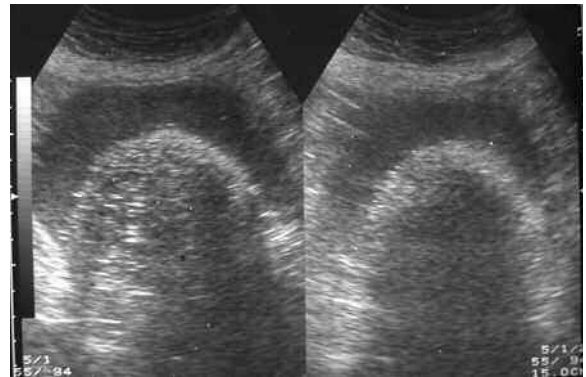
La ecografía evidencia el tumor con dos áreas de diferente ecogenicidad. En la zona central se observa una sombra acústica posterior que impide ver la parte profunda de la masa.
